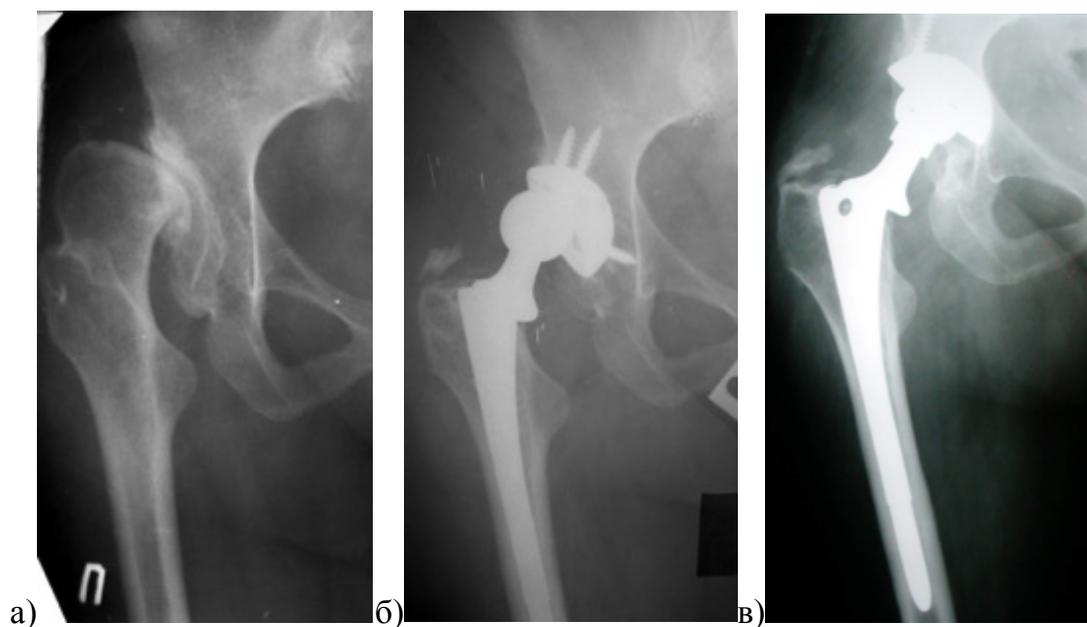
Рентгенограммы пациентки 47 лет: а) по поводу правостороннего диспластического коксартроза (тип С1 по Hartofilakidis) было выполнено эндопротезирование с вертикальной установкой вертлужного компонента; б) через 1,5 года появился выраженный болевой синдром, на рентгенограмме – децентрация головки эндопротеза, при планировании ревизионной операции решено оставить высокий центр ротации, чтобы не выполнять замену бедренного компонента; в) при ревизионной артропластике выявлено разрушение фиксирующего механизма вкладыша с его подвывихом, повышенный износ полиэтилена при хорошей фиксации чашки, выполнена замена вертлужного компонента и установлена головка с большим офсетом
